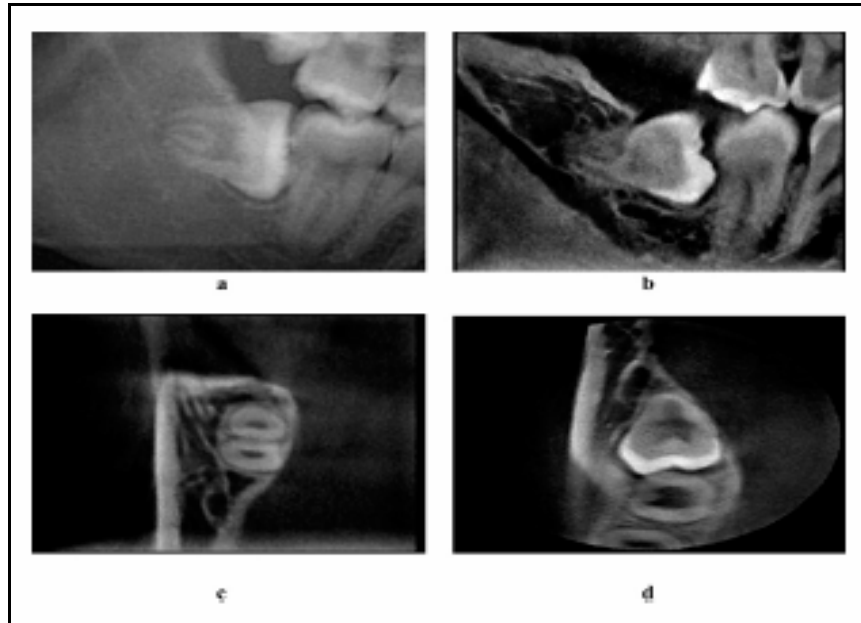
Radiografia panorâmica mostrando interrupção da linha branca cortical do canal (a) e imagens de TC (b, c, d) da mesma paciente mostrando que existe tecido ósseo entre o 3M e o canal mandibular.²¹
